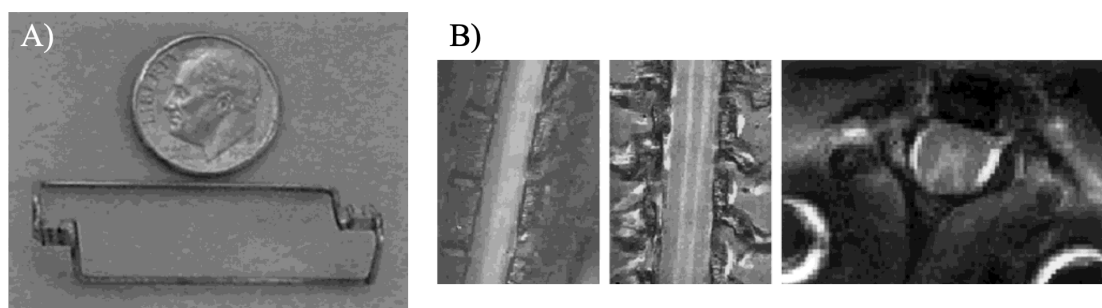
(A) Photographie de la micro-antenne implantable auto-résonante à 7 T. Les dimensions intérieures sont de 12 mm × 30 mm. (B) Images IRM sagittale, coronale et axiale de la moelle épinière normale *in vivo* (épaisseur de coupe = 0.5 mm, taille de la matrice = 256 × 256, TR/TE = 2000/13 ms, nombre d'accumulations = 4, FOV = 20 × 20 mm² (pour l'image axiale) - 30 × 30 mm² (pour les images sagittale et coronale). Les anneaux hyperintenses dans la partie inférieure de l'image axiale sont causés par les fils de la micro-antenne implantée. [Bilgen *et al.* (2001)].
